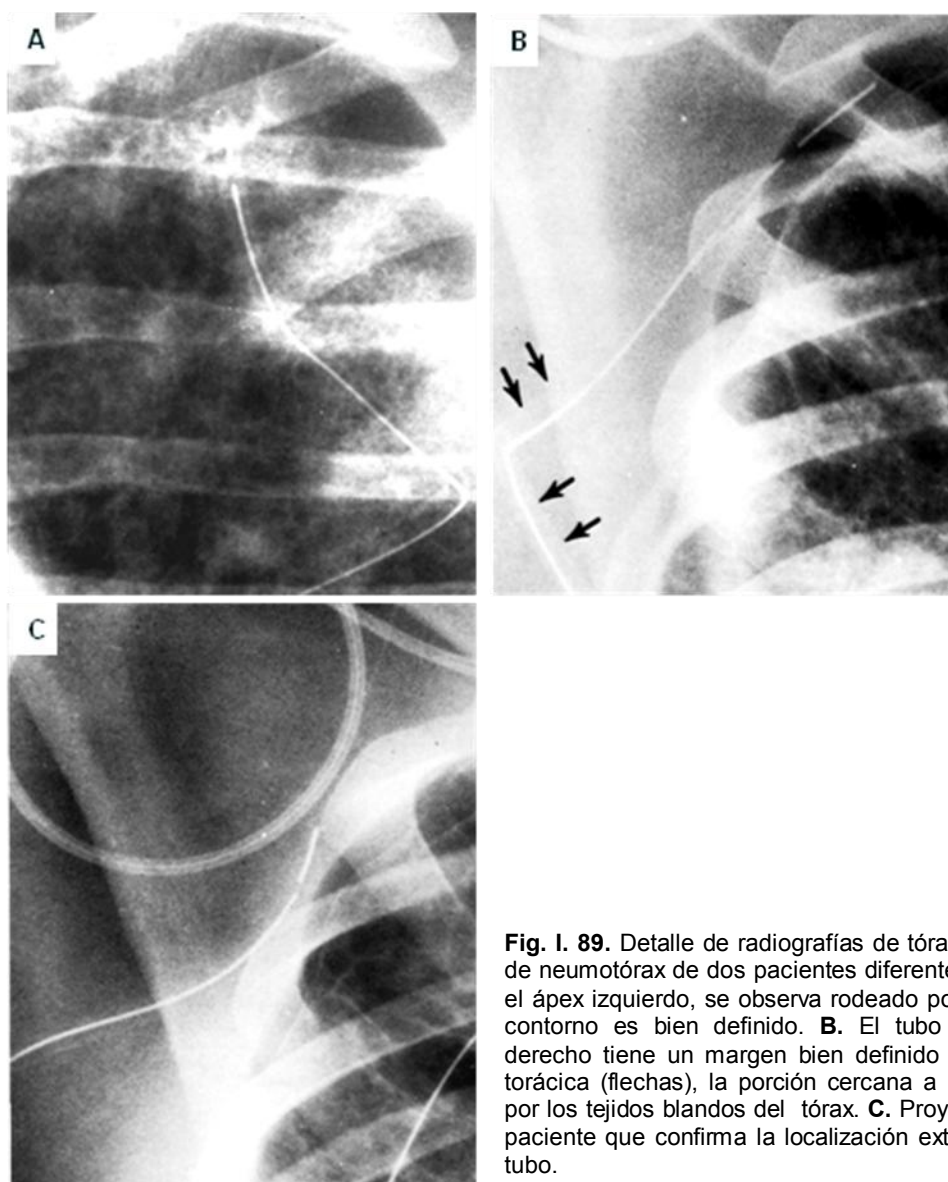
89. Detalle de radiografías de tórax con tubos para drenaje de neumotórax de dos pacientes diferentes. A. Tubo con punta en el ápex izquierdo, se observa rodeado por el pulmón aireado y su contorno es bien definido. B. El tubo localizado en el ápex derecho tiene un margen bien definido solo en la porción extra torácica (flechas), la porción cercana a la punta está oscurecida por los tejidos blandos del tórax. C. Proyección oblicua del mismo paciente que confirma la localización extrapleural de la punta del tubo.
